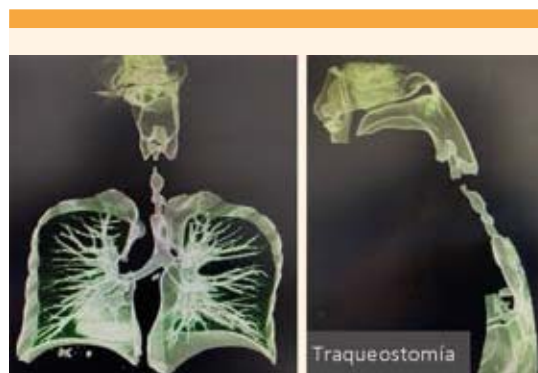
Tomografía del cuello que muestra la situación de la traqueotomía, sin complicaciones.
